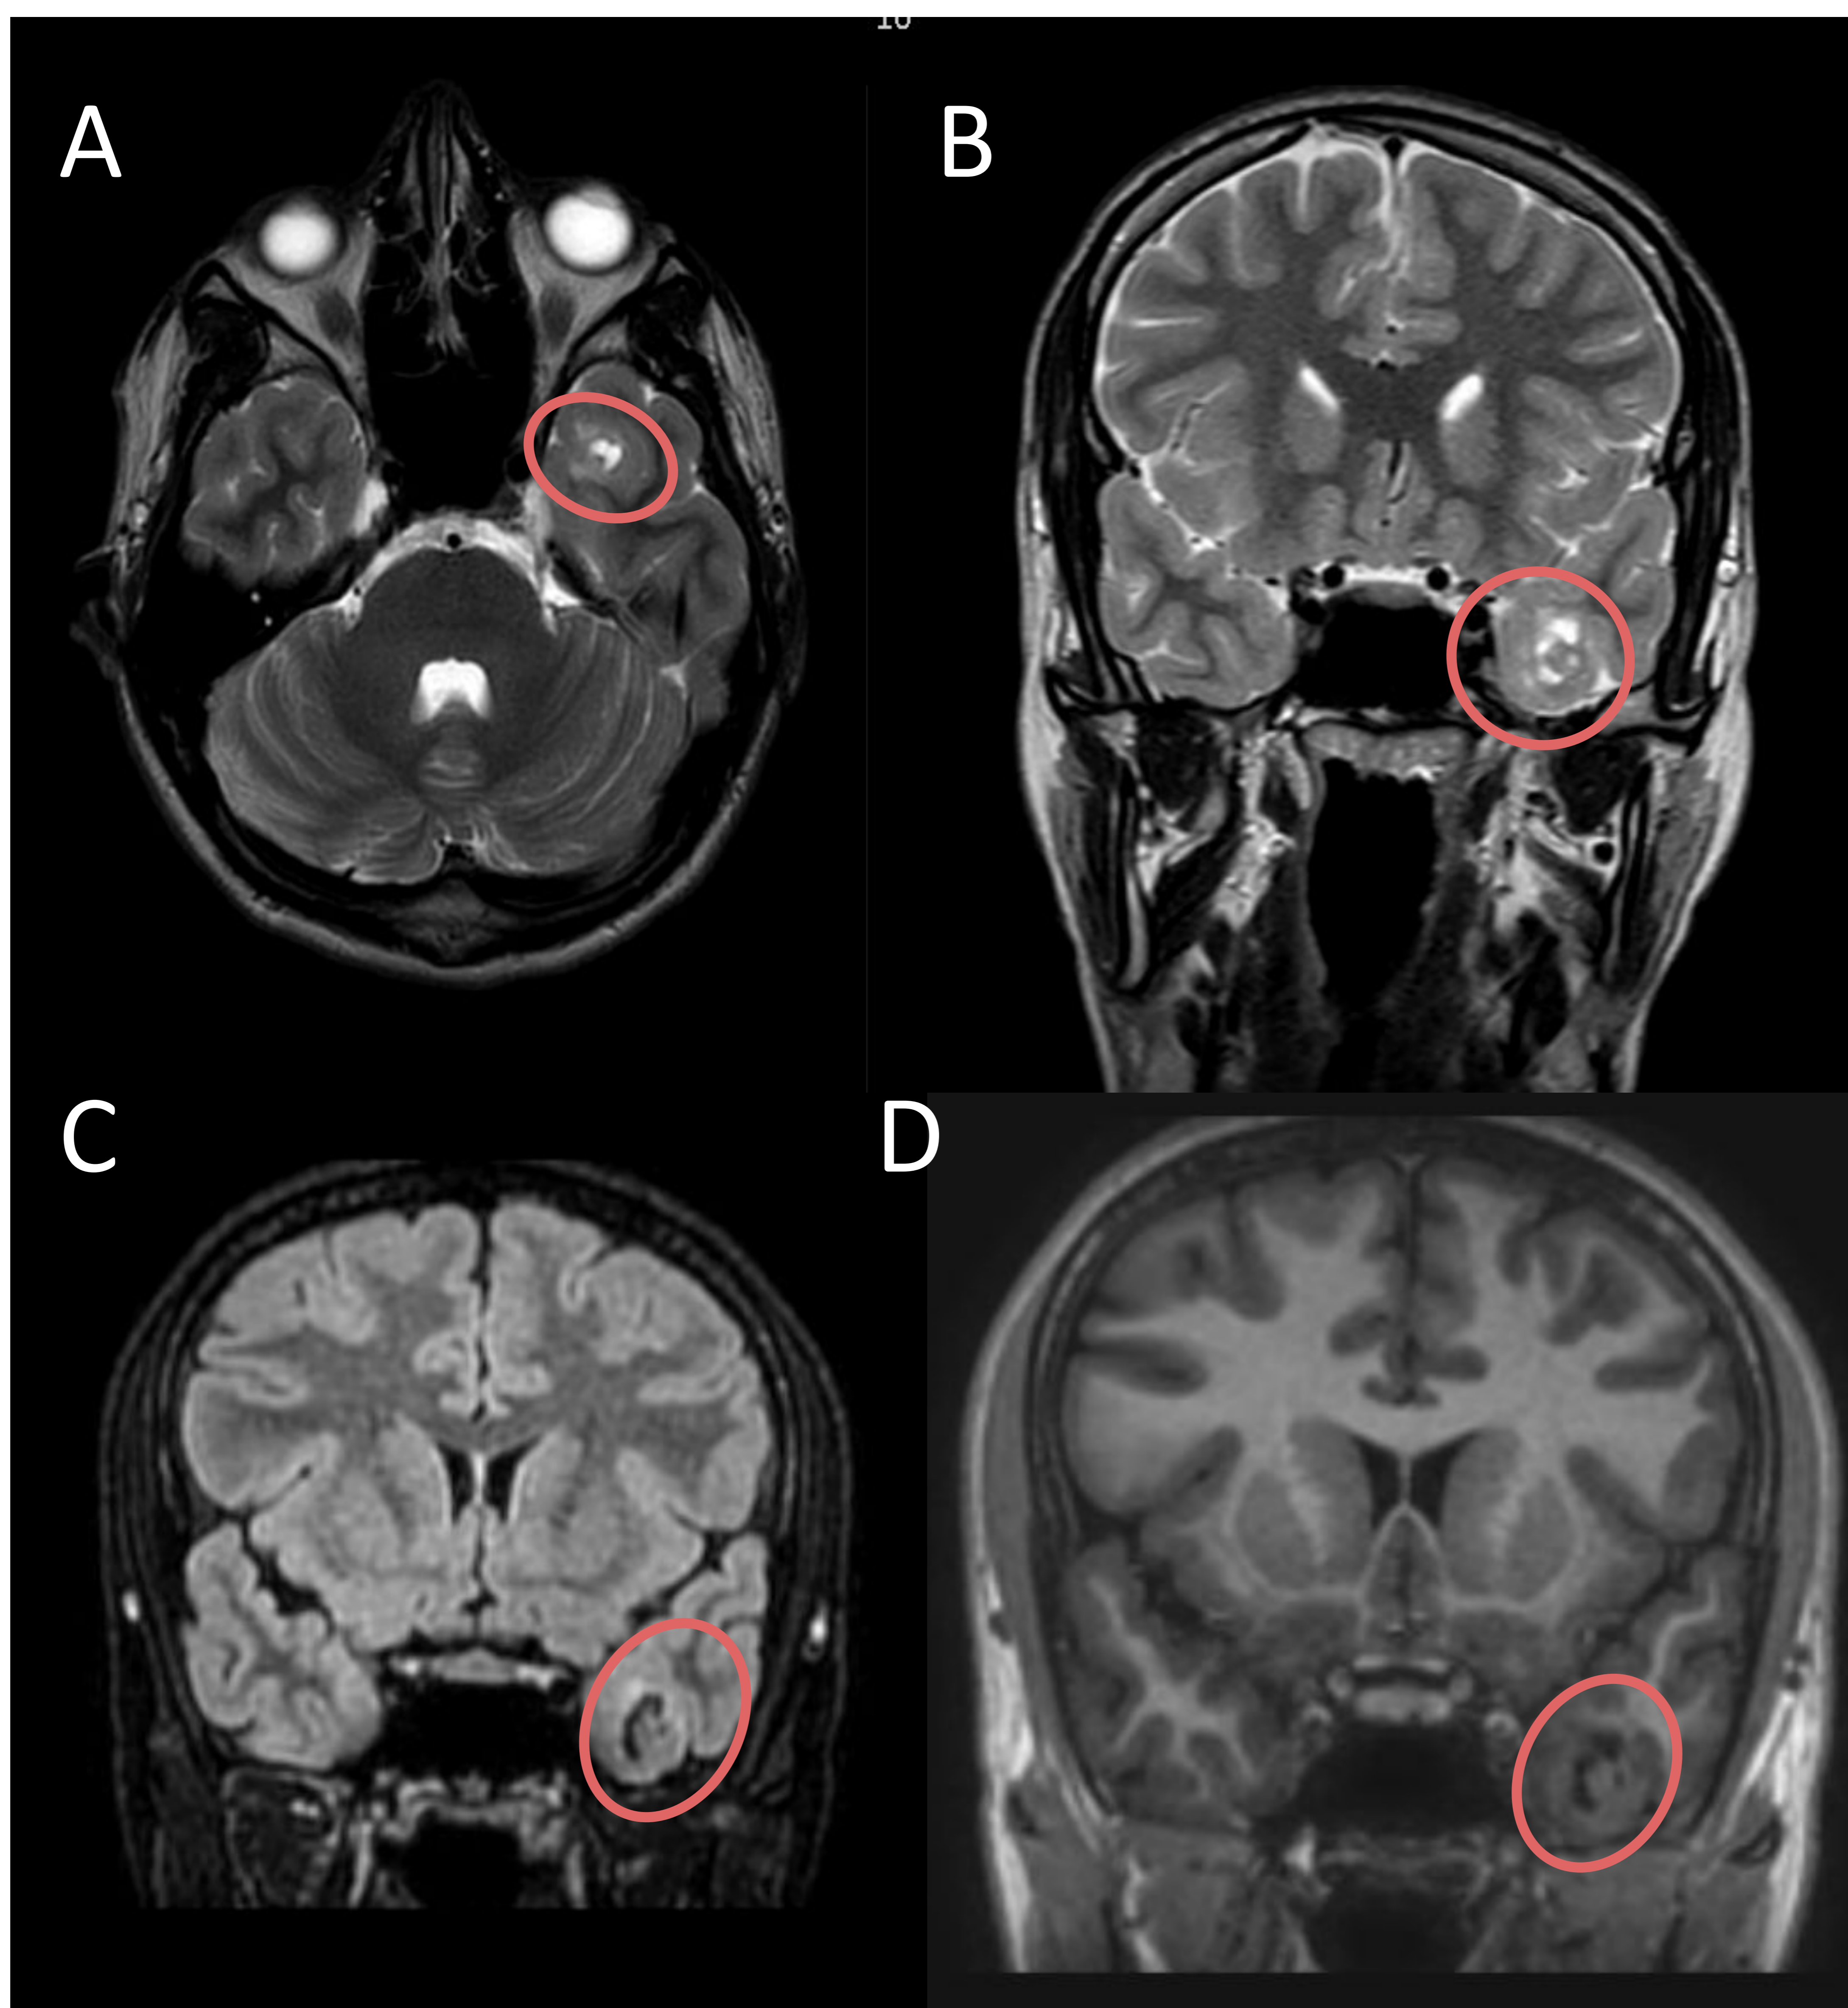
Ganglioglioma sin DCF. Varón de 16 años con crisis generalizadas tonicoclónicas. Actividad irritativa focal temporal izquierda en EEG. RM adquisiciones axiales T2 (A) y coronales T2, FLAIR y T1 (B, C y D). Se identifica lesión focal subcortical temporal anterior izquierda, quística con un nódulo sólido central, que no muestra realce tras la administración de contraste, con leve edema en sustancia blanca adyacente (círculo rojo).
